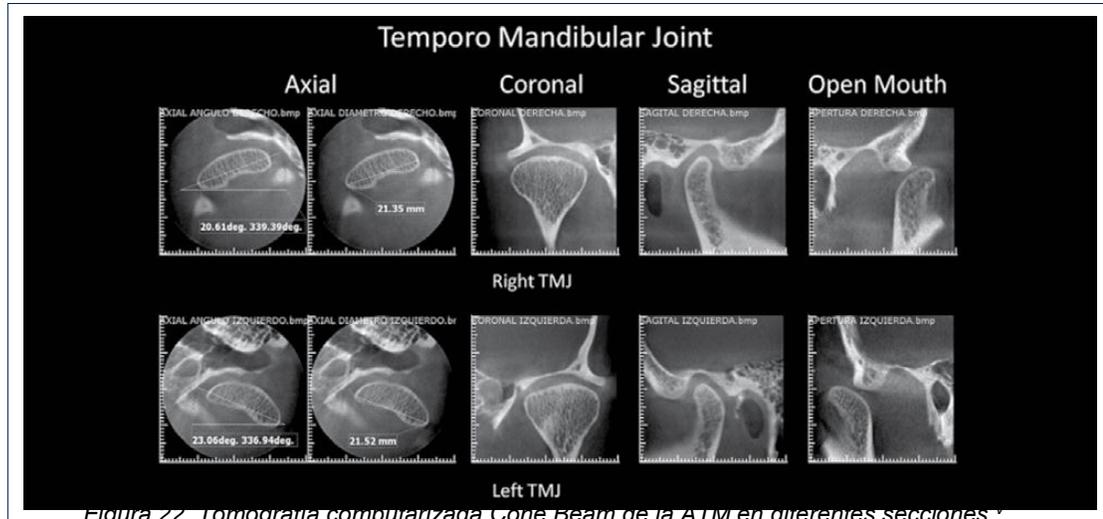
Tomografía computarizada Cone Beam de la ATM en diferentes secciones.
